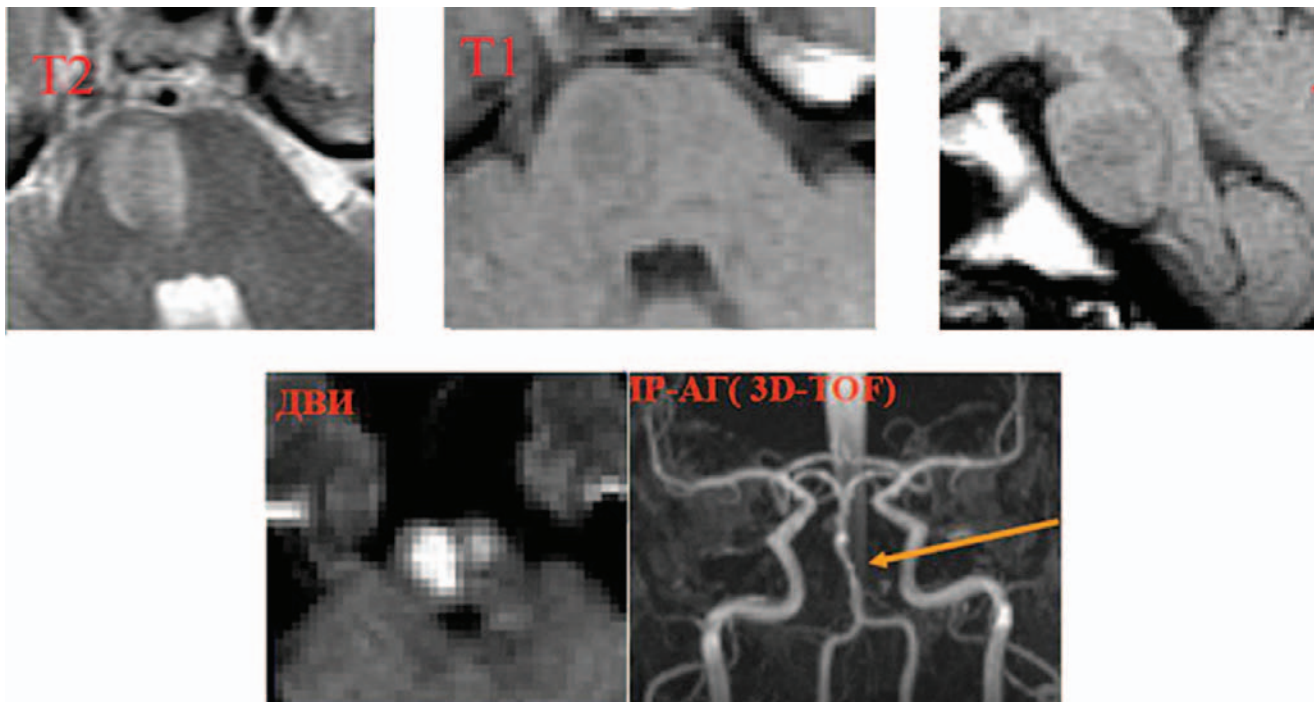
МРТ. Вогнища ішемії в стовбурі мозку (гіперінтенсивні вогнища в T2 ЗЗ і в режимі дифузійно-зваженого зображення, практично ізоінтенсивні в T1 ЗЗ свідчать про гостру стадію ішемії). МРА демонструє стеноз основної артерії
